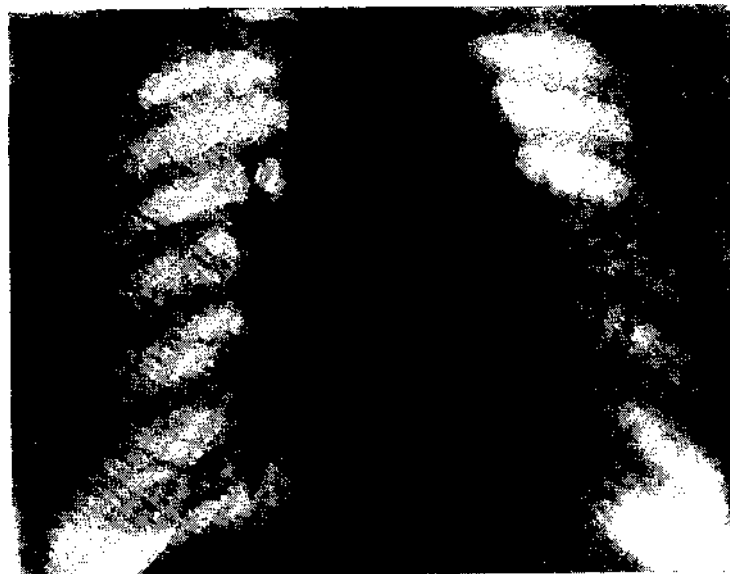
Рентгенограмма больной Б.
